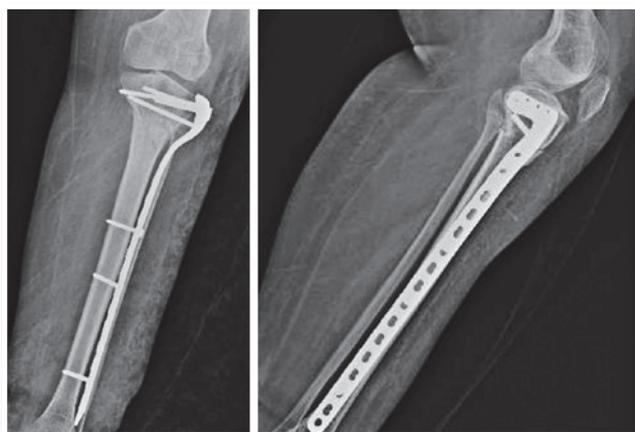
Radiografias AP e Perfil pós operatório imediato com placa LCP "L" bloqueada
